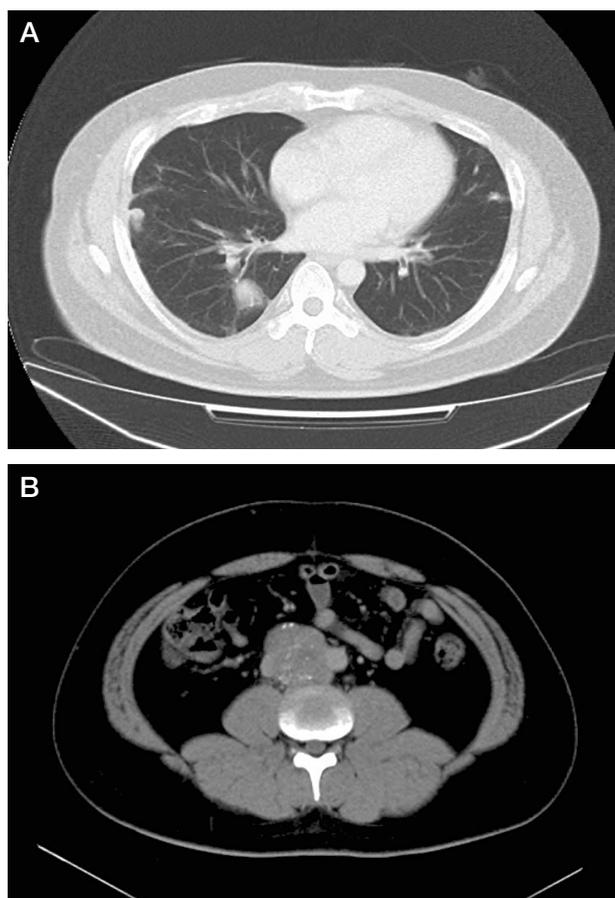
After chemotherapy, computerized tomography showed reduction of lung (A) and retroperitoneal (B) metastases.
